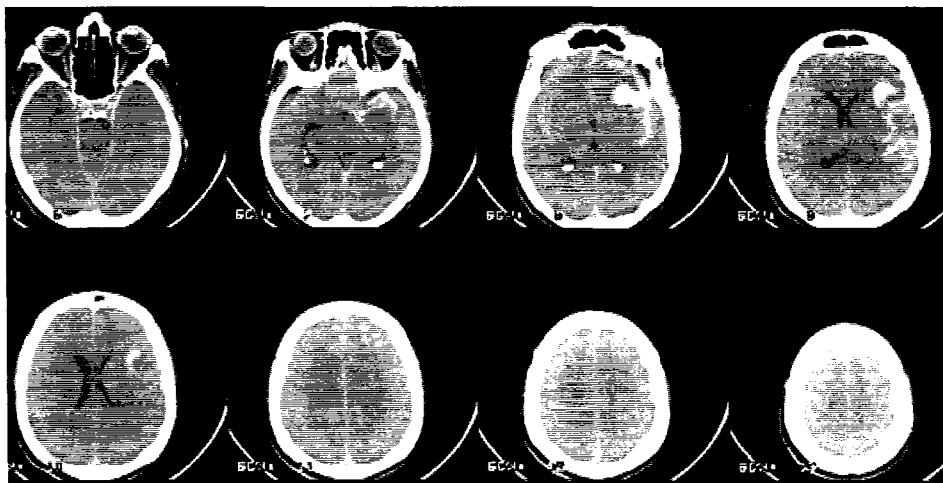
Aspect CT de hemoragie subarahnoidal secundară unui anevrism sylvian rupt.
